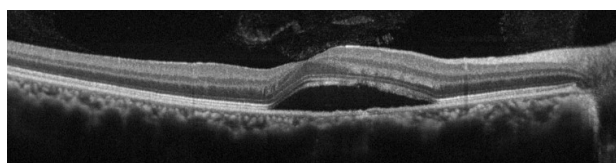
Case 5. Large subretinal fluid was observed on baseline optical coherence tomography.
